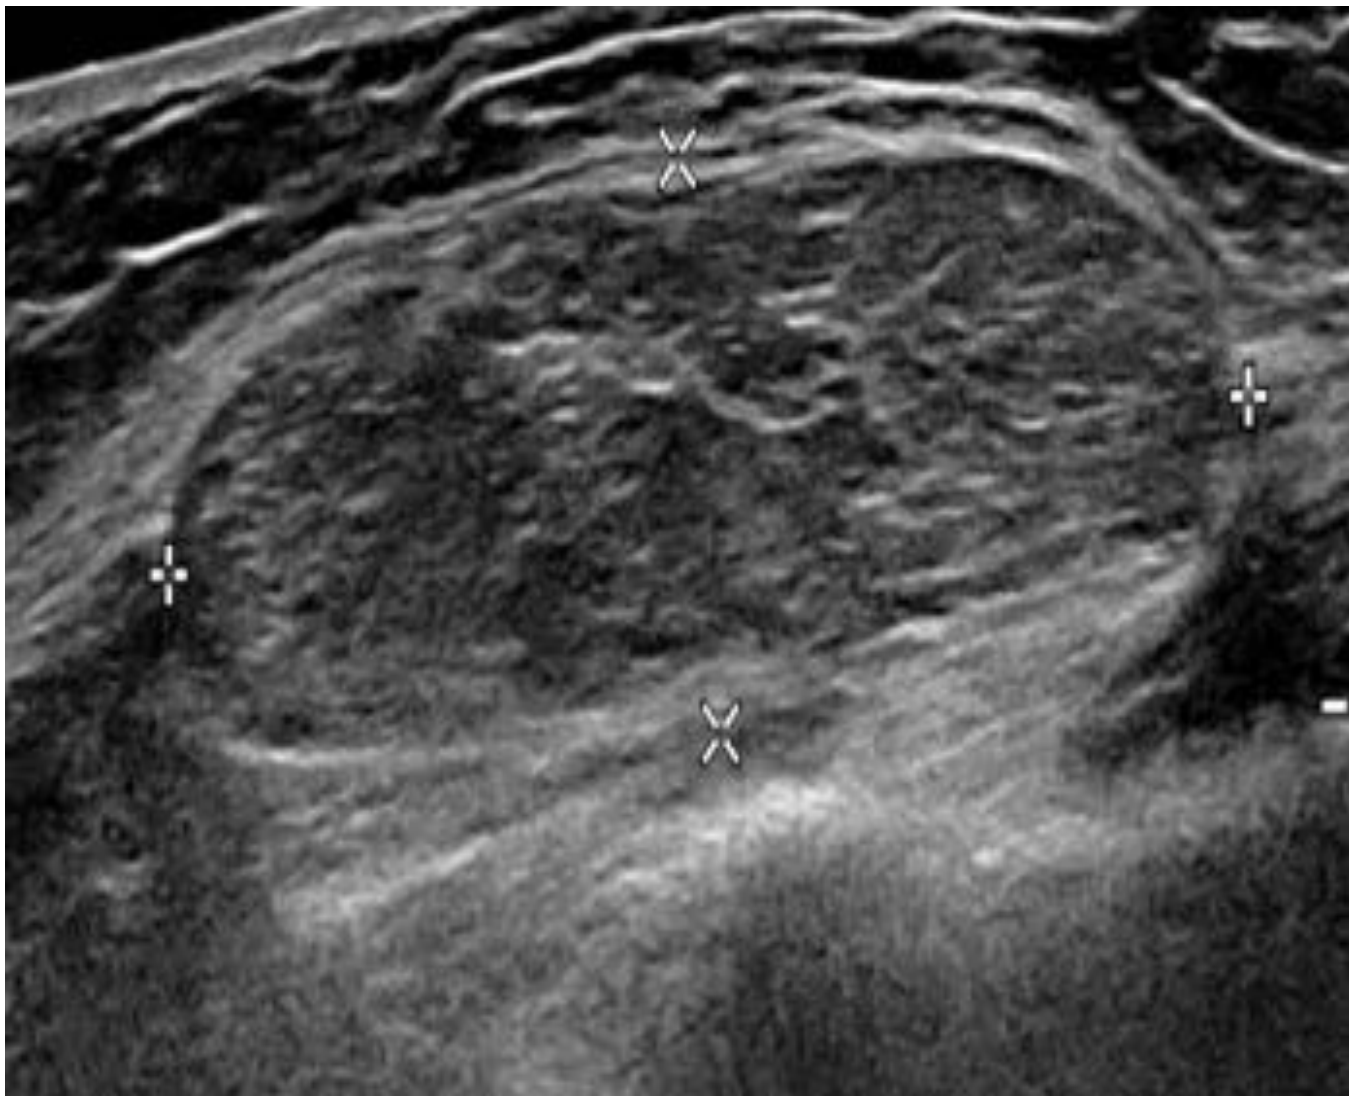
Ecografía en la que se aprecia una lesión localizada en tejido celular subcutáneo, ovalada, de bordes bien definidos, de ecogenicidad homogénea similar a la del tejido celular subcutáneo adyacente, compatible con lesión benigna (lipoma)
